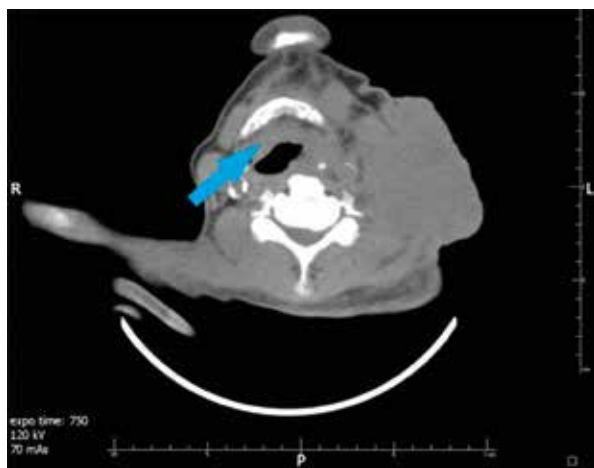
Cross-sectional imaging in computed tomography of the neck; a tumour narrowing lumen of the larynx (the arrow)
